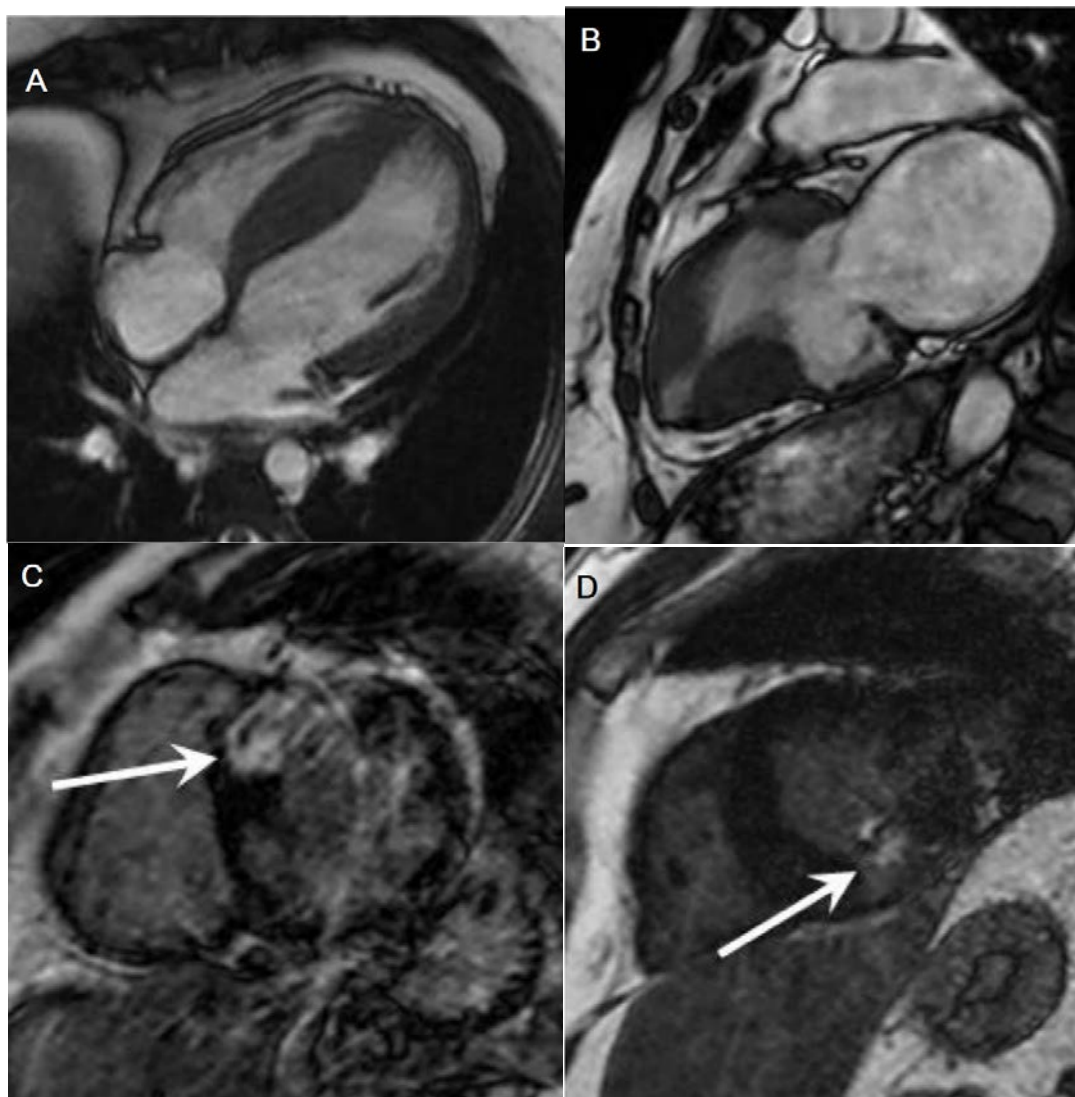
Изображения магнитно-резонансной томографии сердца при двух фенотипах гипертрофической кардиомиопатии. Панели А и В: кадры четырехкамерной позиции в режиме свободной прецессии в установленном состоянии (диастола). На рис. В отмечается значительное увеличение левого предсердия, сравнимое по размерам с левым желудочком (ЛЖ); С и D – позднее усиление гадолиния, свидетельствующее об очагах фиброза (отмечены стрелками). МЖП – межжелудочковая перегородка. Адаптировано из Hoey et al. [Hoey et al., 2014].
